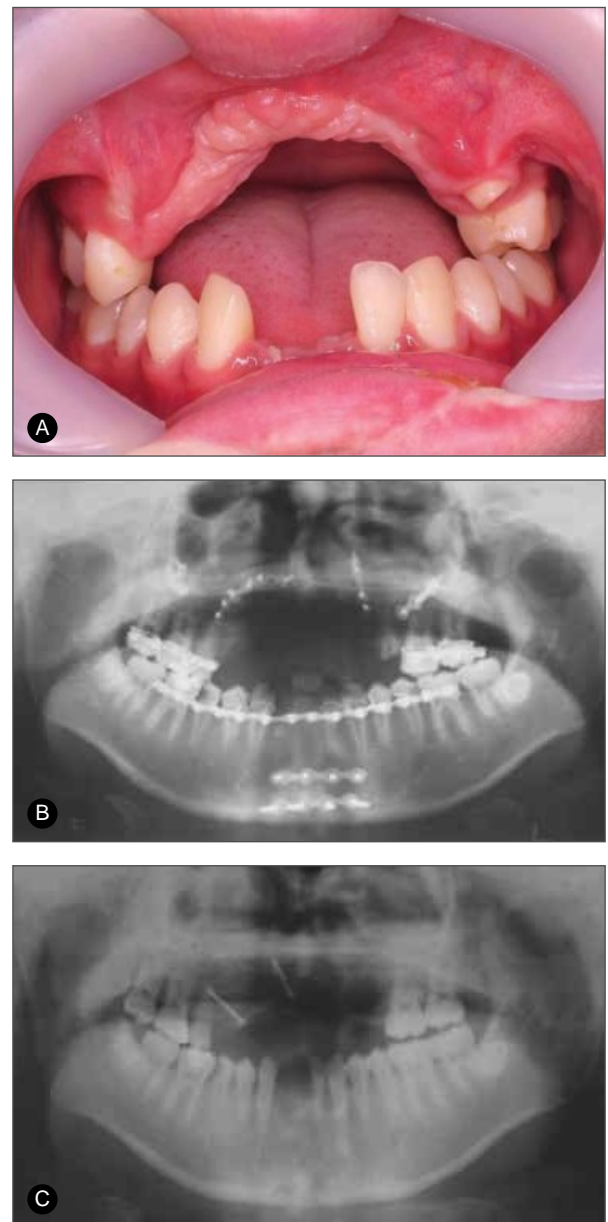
18-year-old male patient with severely atrophic anterior maxilla. A, Clinical intraoral view showing a deep vertical bony defect. B, Panoramic radiograph of the extremely resorbed anterior maxilla. C, Panoramic radiograph after iliac block bone graft.
